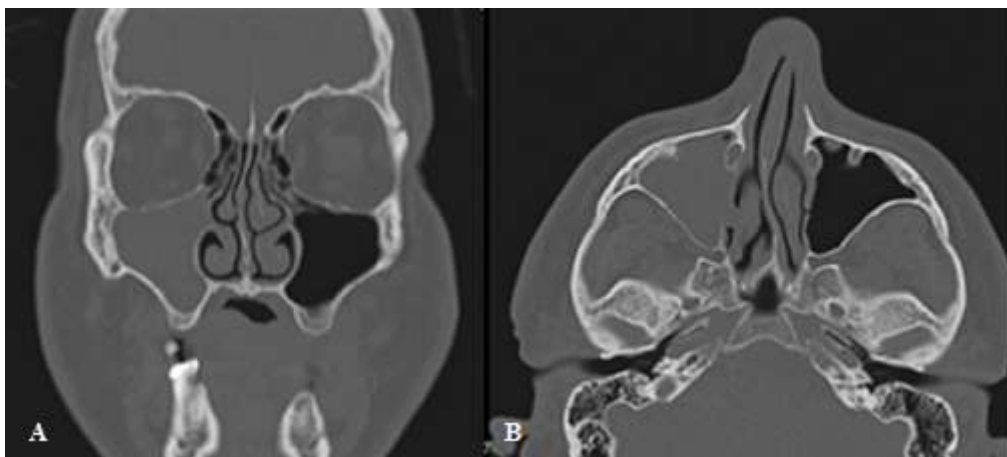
TC dos seios perinasais revelando sinusite maxilar direita.
